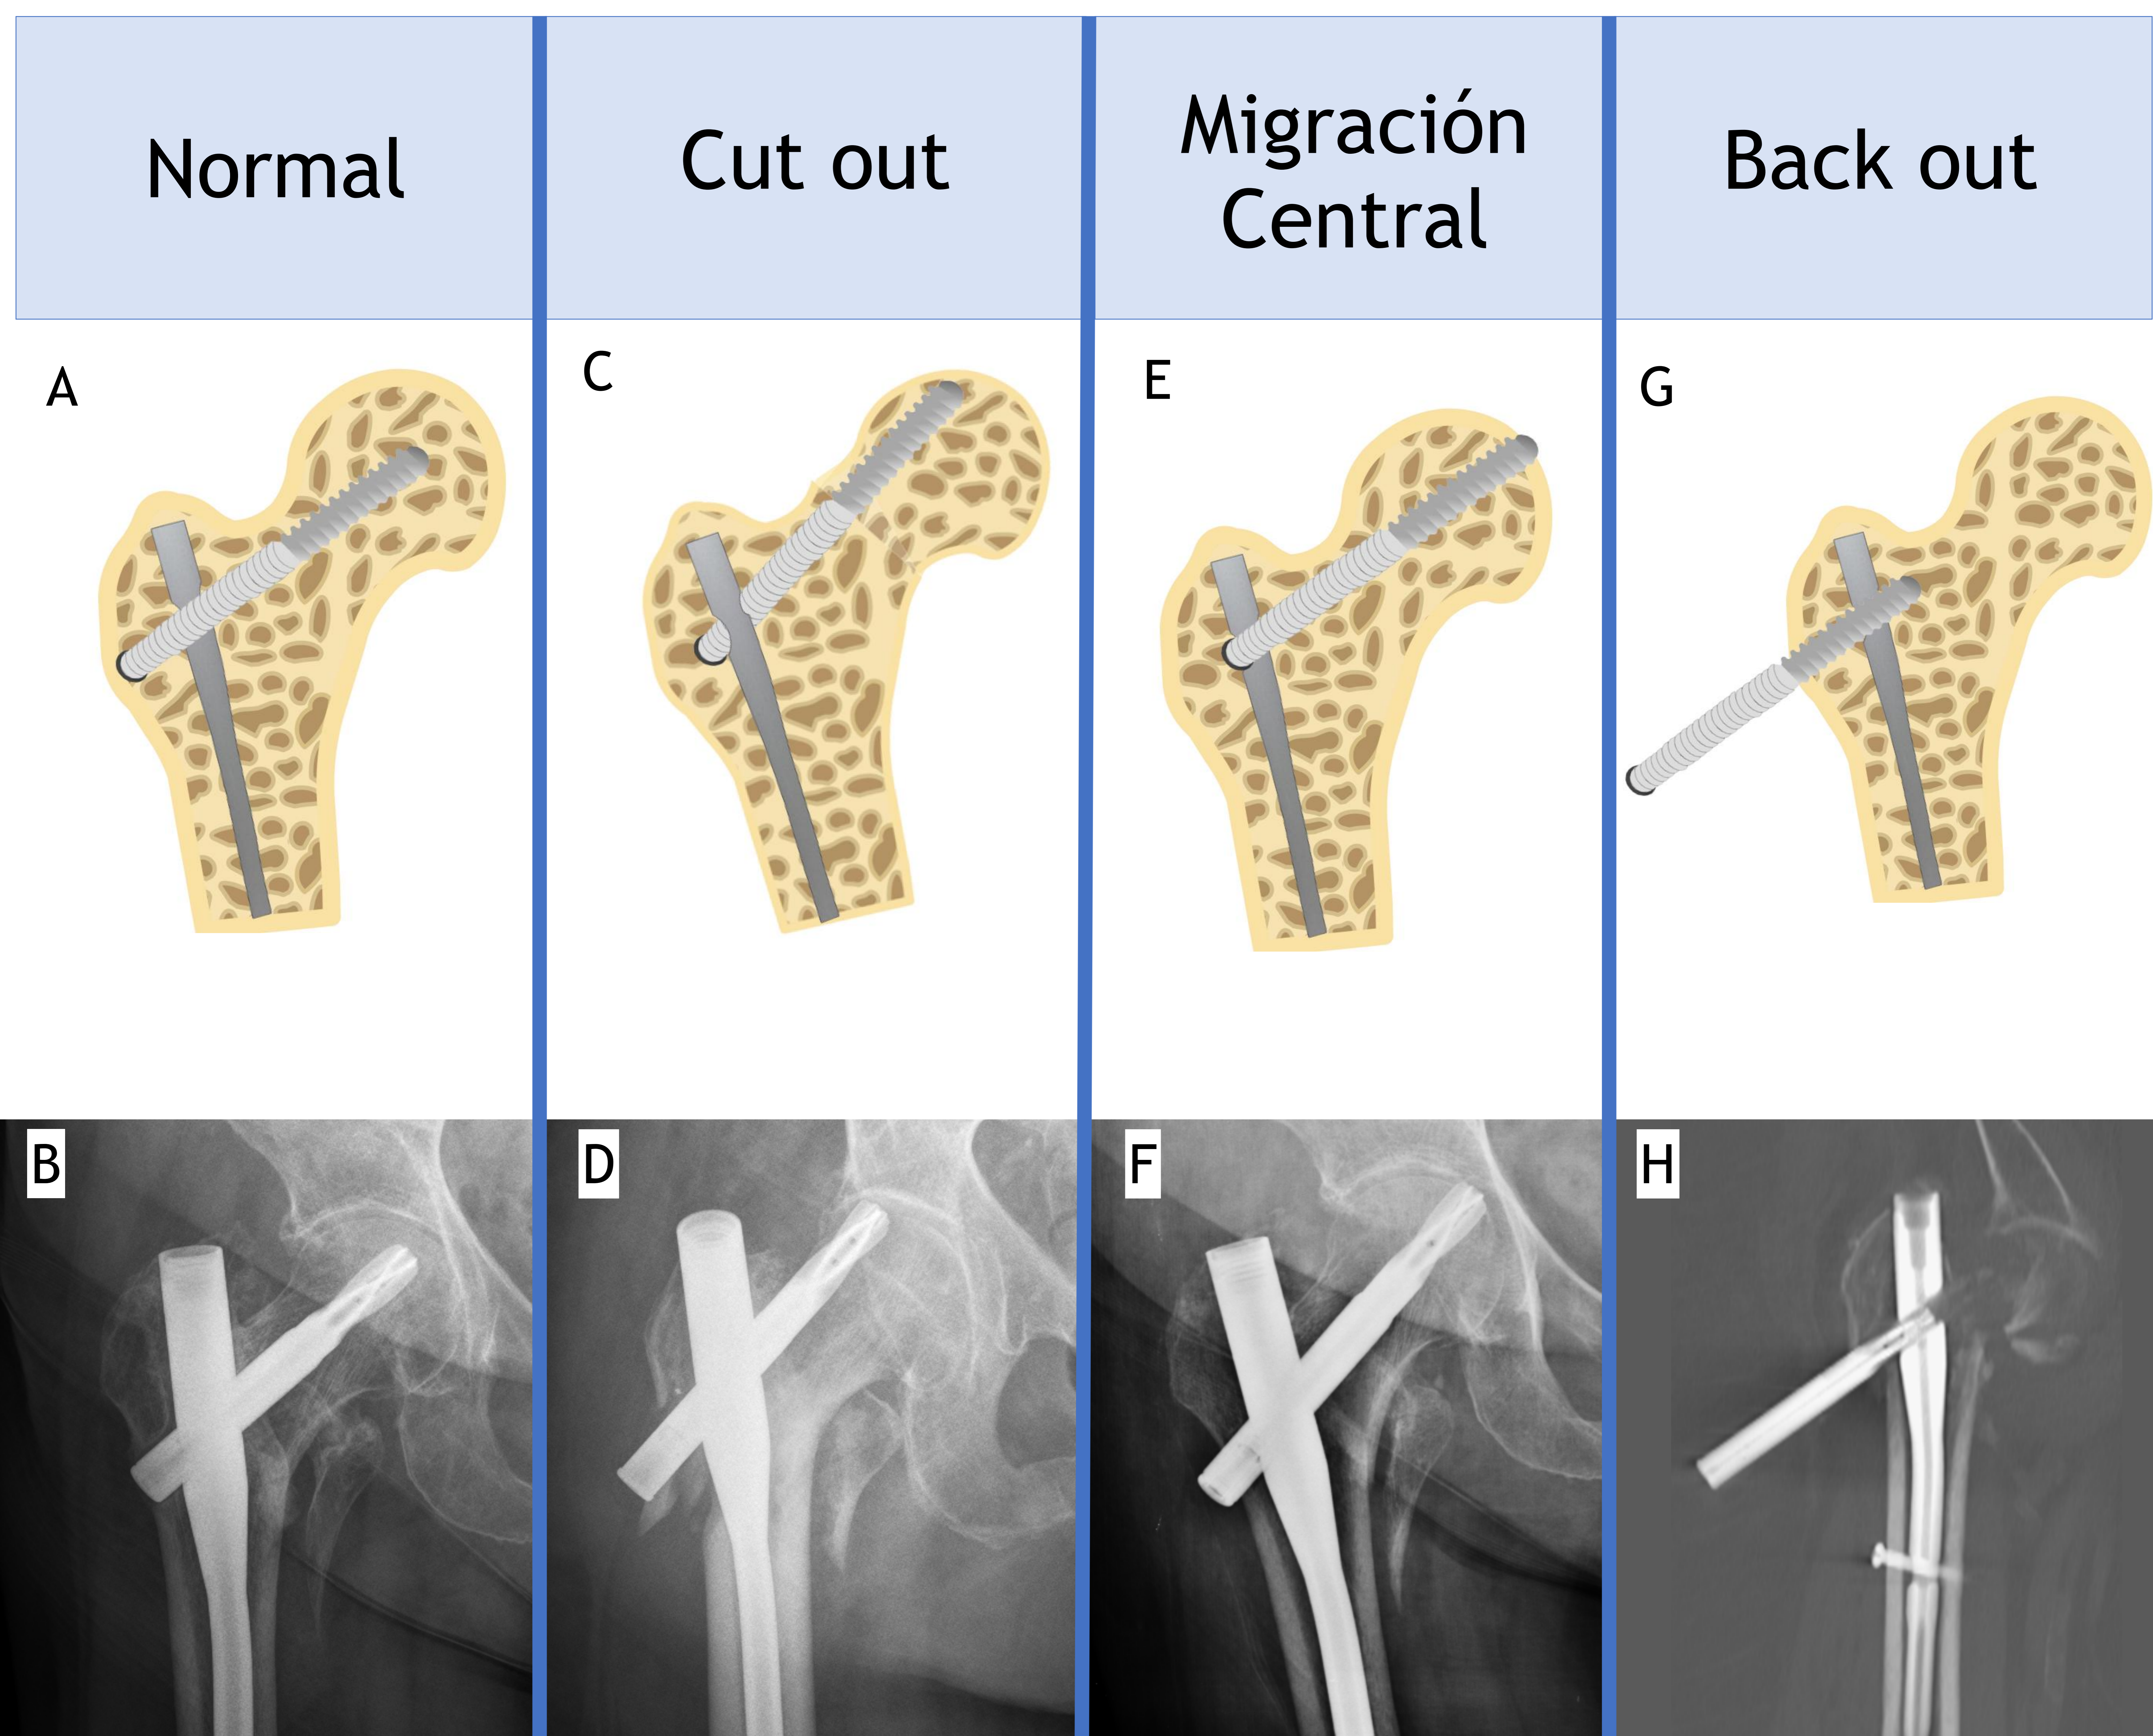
Ilustración y radiografía o TC de tipos de complicaciones mecánicas. A y B: Normal; C y D: Cut out; E y F: Migración Medial; G y H: Back out.
